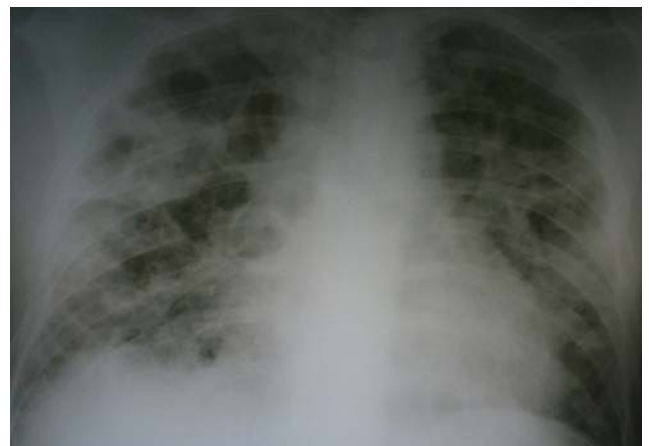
Рентгенограмма органов грудной клетки: септическая пневмония – множественные очаги деструкции с обеих сторон
